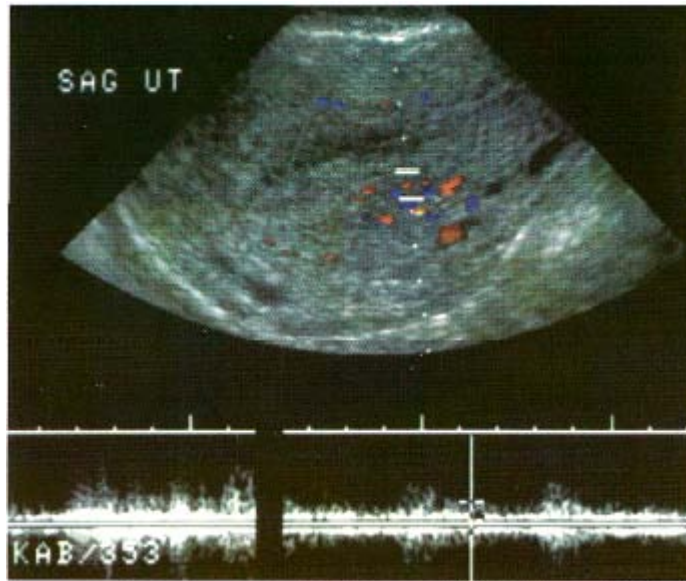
El examen Doppler color del miometrio en una paciente con un embarazo ectópico muestra destellos mínimos de color dentro del útero. El examen Doppler pulsado del miometrio muestra un flujo lento pulsátil con una velocidad en extremo baja (272).
